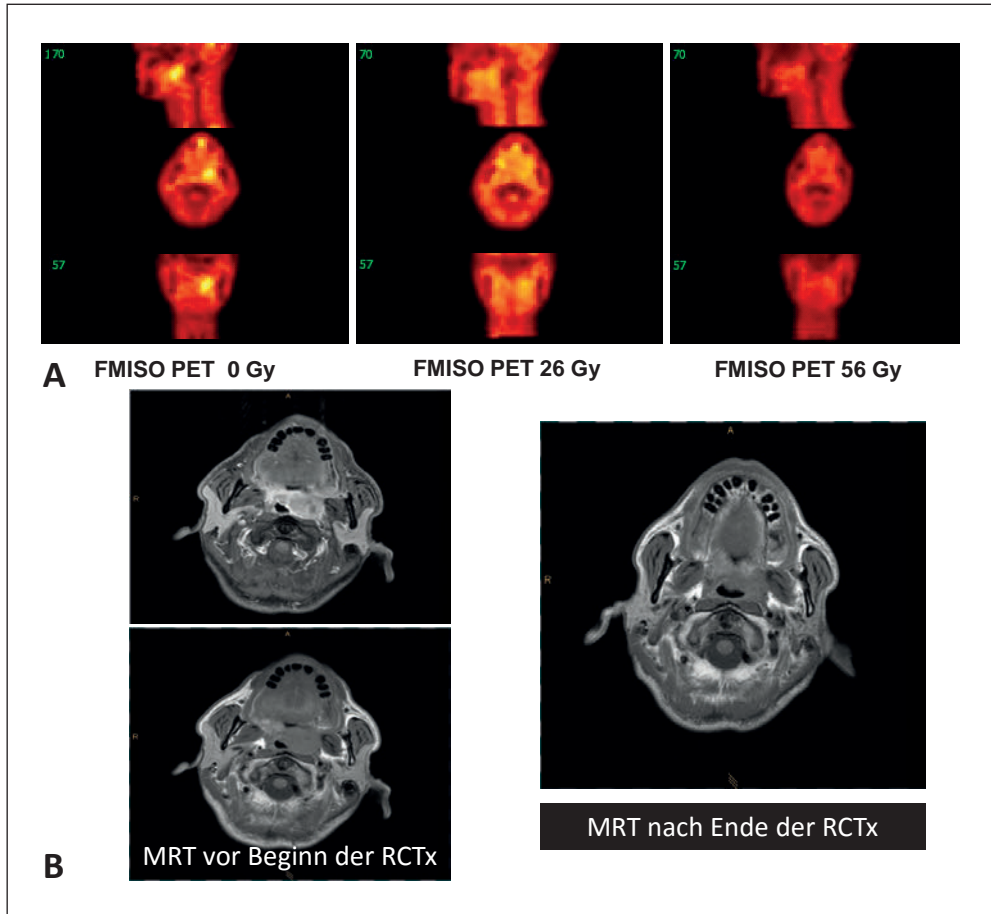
FMISO-PET- und MRT-Bildgebung eines T4-Oropharynxtumors im Verlauf einer definitiven Radiochemotherapie (RCTx). (A): FMISO-PET vor und während RCTx. (B): MRT vor (*links*) und während der RCTx (64 Gy, *rechts*). Die FMISO-PET-Untersuchung dokumentiert eine deutliche Abnahme der Hypoxie unter der Therapie. Das MRT zeigt den großen Primärtumor vor RCTx und einen Resttumor gegen Ende der RCTx. Klinischer Verlauf: lokale Tumorkontrolle.
